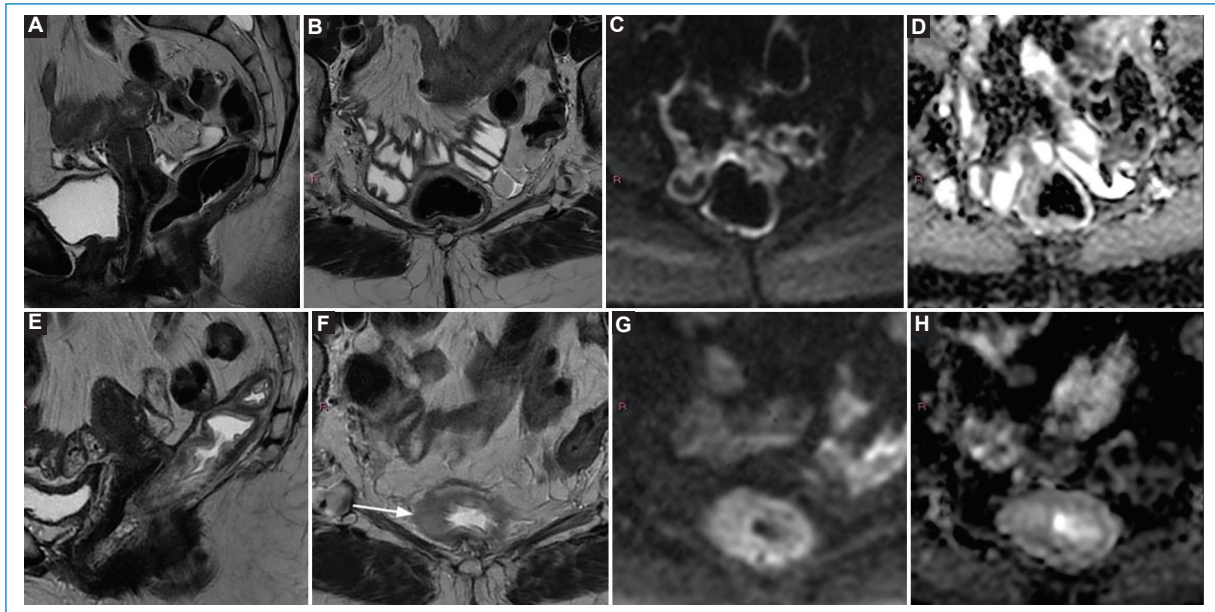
Adenocarcinoma moderadamente diferenciado de recto inferior-medio. Estadificación inicial T2-N0, EMVI negativo y MRC seguro (RM basal no mostrada). La RM de reestadificación no evidencia sectores de señal intermedia ni clara cicatriz en T2 (A y B), y tampoco restricción en DWI (C y D): TRG 1. La RM de seguimiento a los 8 meses postratamiento muestra engrosamiento asimétrico de la pared lateral derecha en T2 (flecha), sin restricción en la secuencia de difusión (G y H), atribuible a un marcado edema submucoso/rectitis posactínica. EMVI: invasión vascular extramural.
